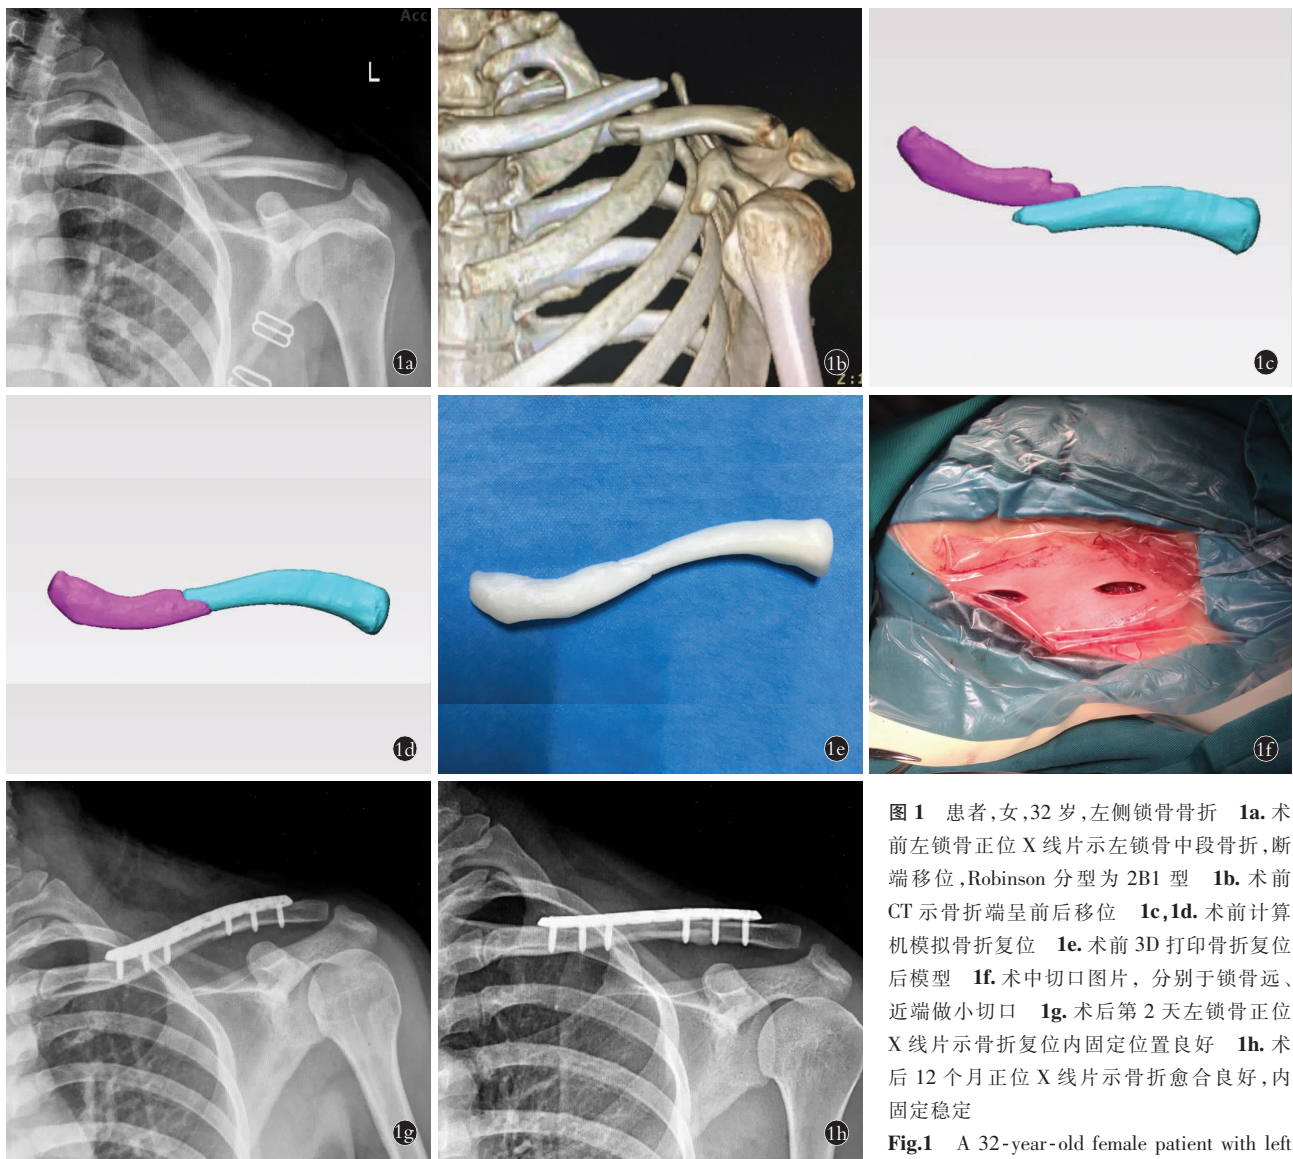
患者,女,32 岁,左侧锁骨骨折 1a. 术前左锁骨正位 X 线片示左锁骨中段骨折,断端移位,Robinson 分型为 2B1 型 1b. 术前 CT 示骨折端呈前后移位 1c,1d. 术前计算机模拟骨折复位 1c,1d. 术前 3D 打印骨折复位后模型 1e. 术前 3D 打印骨折复位后模型 1e. 术前 3D 打印骨折复位后模型 1e. 术前 3D 打印骨折复位后模型 1e. 术中切口图片, 分别于锁骨远、近端做小切口 1f. 术后第 2 天左锁骨正位 X 线片示骨折复位内固定位置良好 1g. 术后 12 个月正位 X 线片示骨折愈合良好,内固定稳定 1h.
